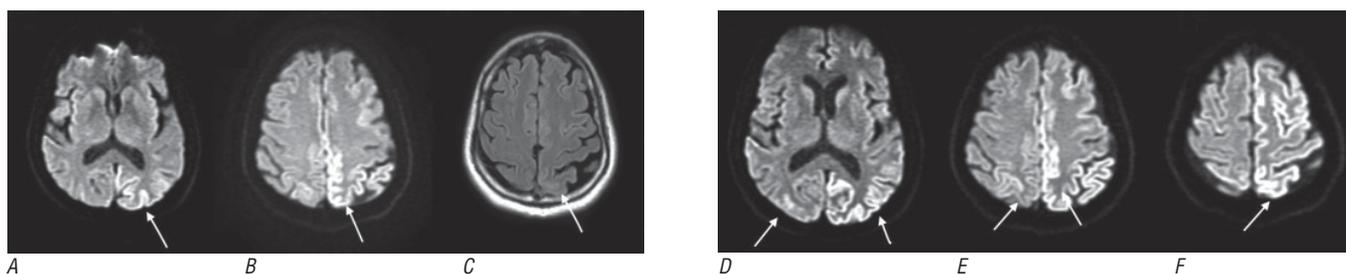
На ДВИ головного мозга в аксиальной проекции (A, B), полученных при первичном поступлении пациента, выявлено ограничение диффузии по гиральному типу преимущественно в левой теменной-затылочной области (стрелки).
